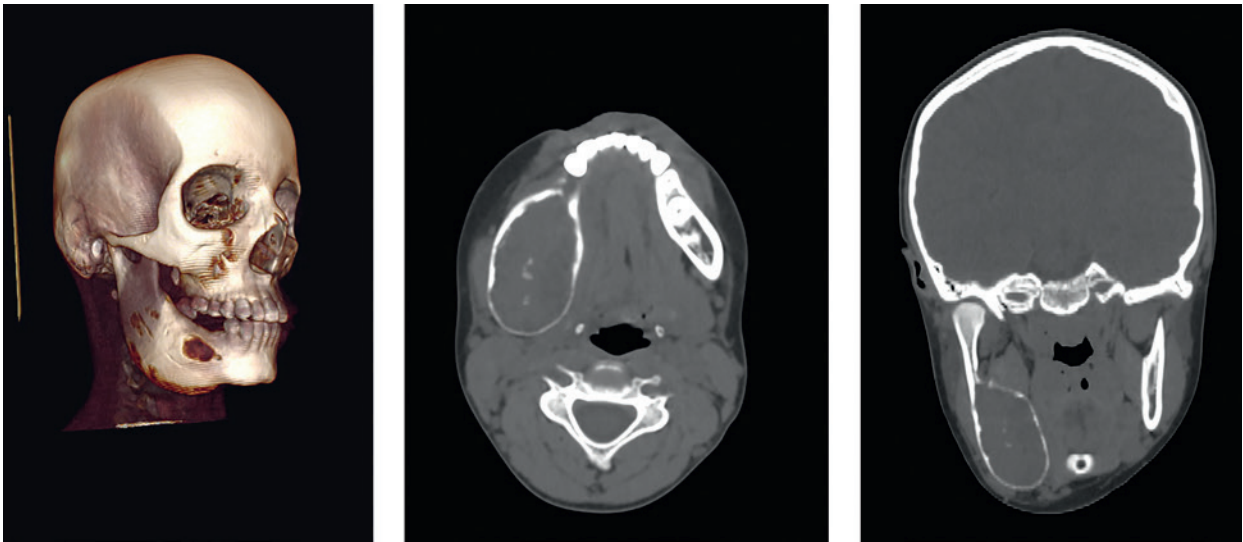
ЮОФ нижней челюсти справа у ребенка Л. 9 лет. КТ с трехмерной реконструкцией. Четко ограниченный округлый очаг с зоной перифокального уплотнения и разрежением в центре.
